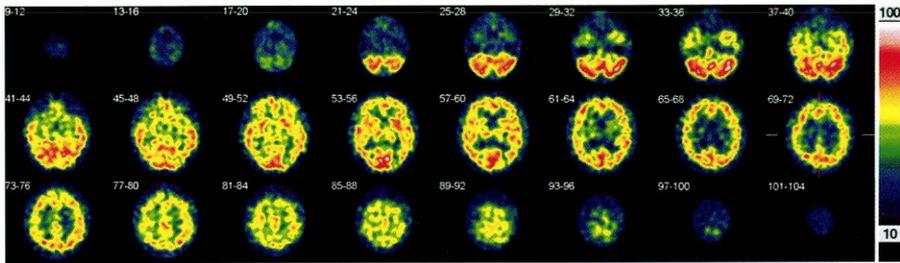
9月9日 SPECT: 両側後頭葉の相対的な集積の増加は消失している。
